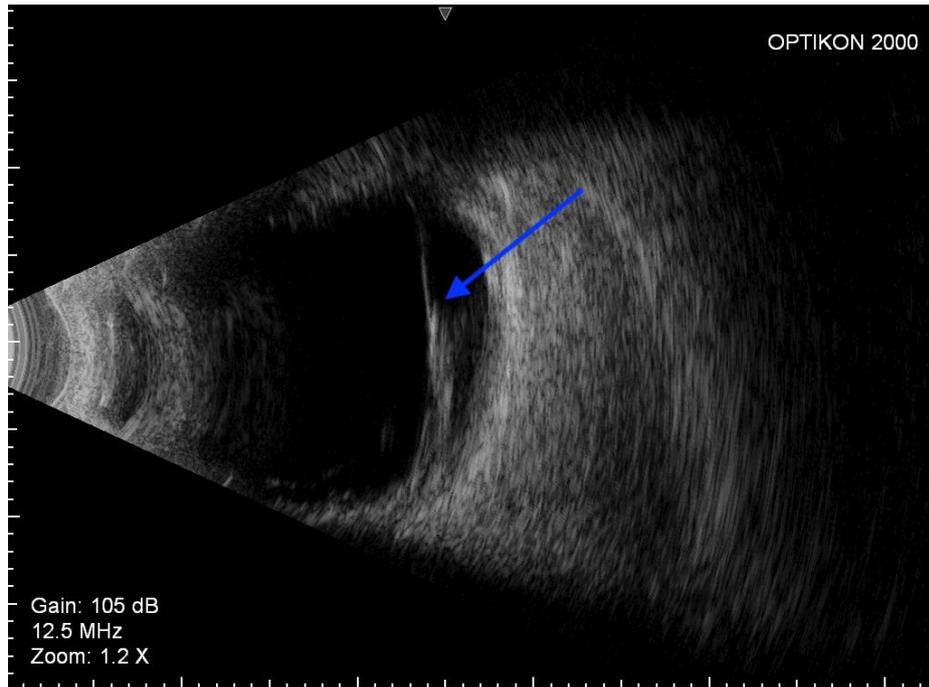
Картина УЗИ глаза той же пациентки. Стрелкой указана зона В-сканирования, соответствующая зоне, указанной на рисунке 1А. Определяются витреоретинальные тракции и тракционная отслойка сетчатки.
